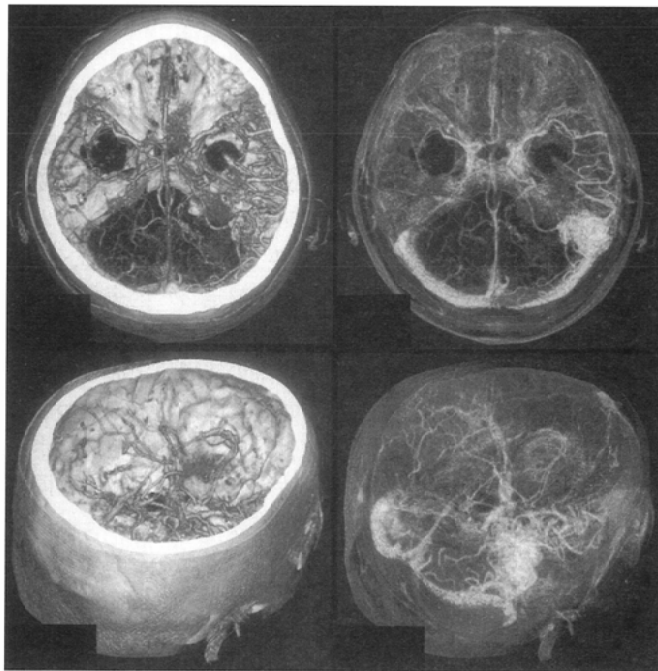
47-year-old female with AVM in right parietal region. 3D-CTA images (A, C) and STV images (B, D) are shown. STV images clearly demonstrate the spatial relationship of the vascular lesions to both venous sinus and skeletal structures.
